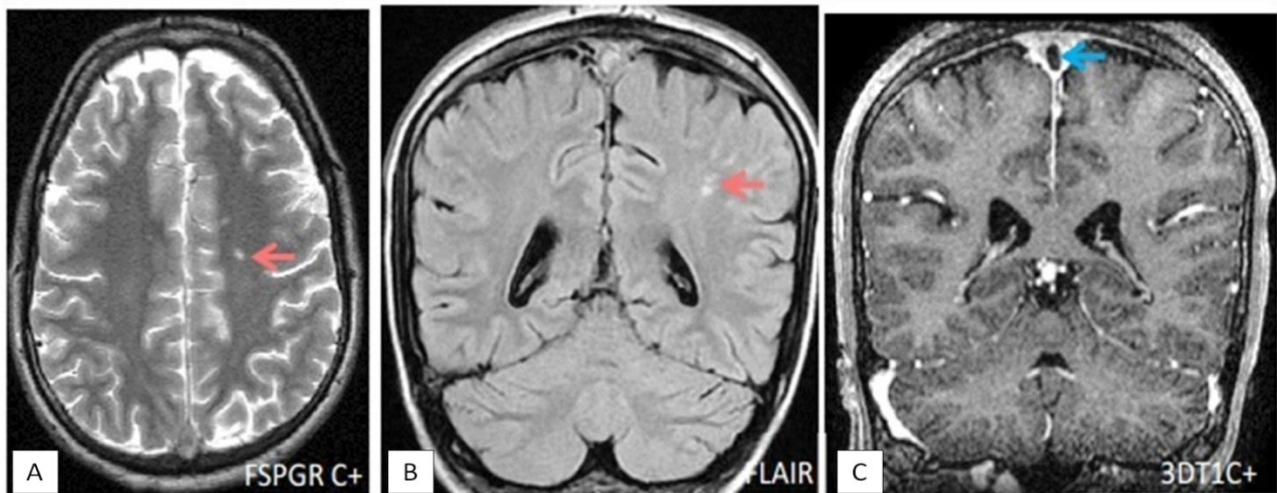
L'IRM montre quelques anomalies de signal en hyper T2 (coupe axiale : A) et FLAIR (coupe coronale : B) de la substance blanche profonde (flèche rose) avec thrombose du sinus sagittal supérieur qui apparaît en hypersignal flair (B) avec défaut de rehaussement après injection de gadolinium (flèche bleue : coupe coronale : C).
